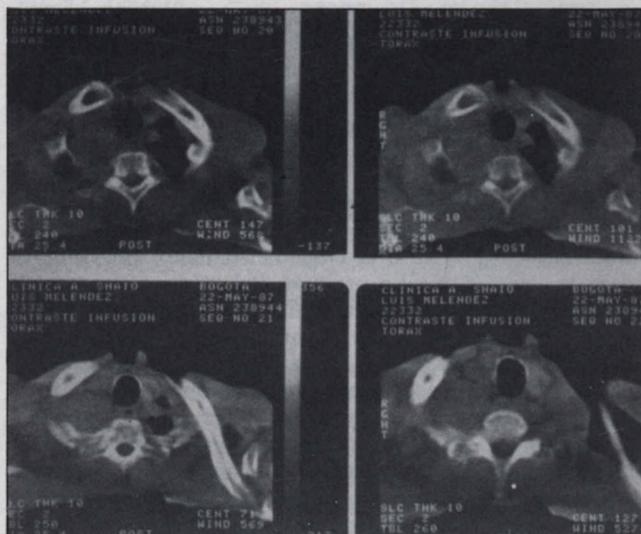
TAC en un caso de tumor de Pancoast.
